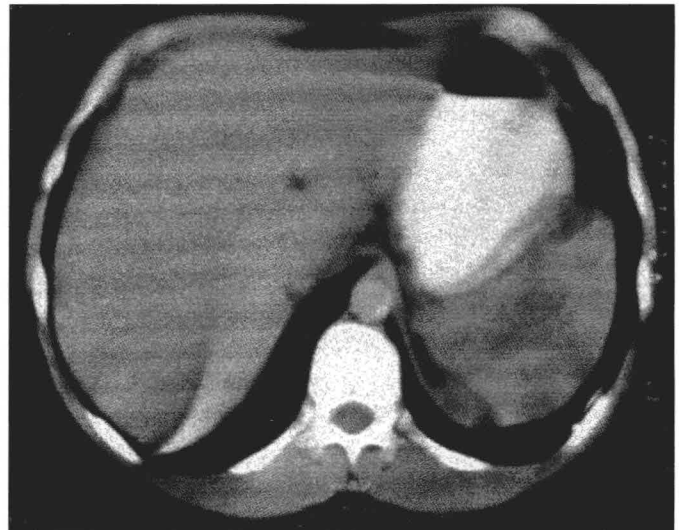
La segunda TAC tomada 15 días después de su ingreso muestra disminución de la definición de las laceraciones esplénicas, tampoco se aprecia líquido peri-esplénico.
